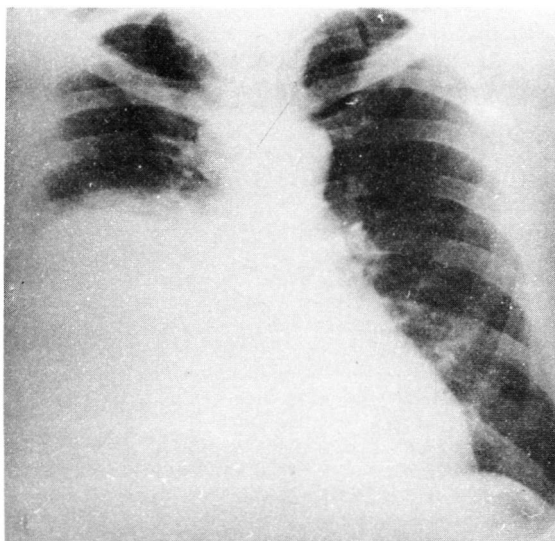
Radiografía de tórax informada como importante ascenso del hemidiafragma derecho.
